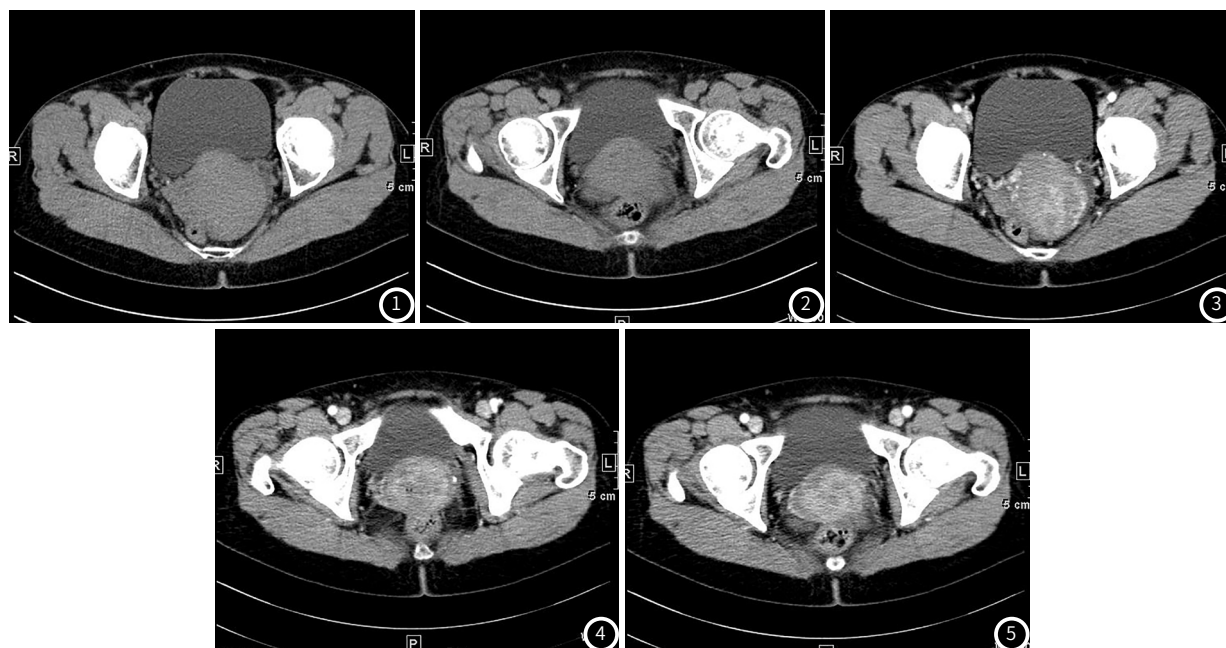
~图2 CT扫描示:子宫颈明显增粗。图3~图5 CT增强后出现不均匀强化。
